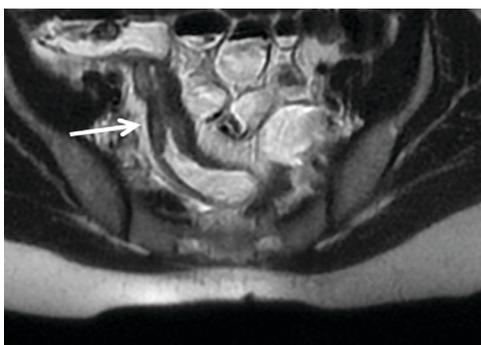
Enterografía por resonancia magnética. Paciente de 29 años, mujer, con enfermedad de Crohn. Engrosamiento mural. En corte Coronal de íleon terminal con pared de más de 3 mm de grosor (flechas), engrosada con respecto las asas adyacentes de intestino delgado, incluso con la pared del colon.
